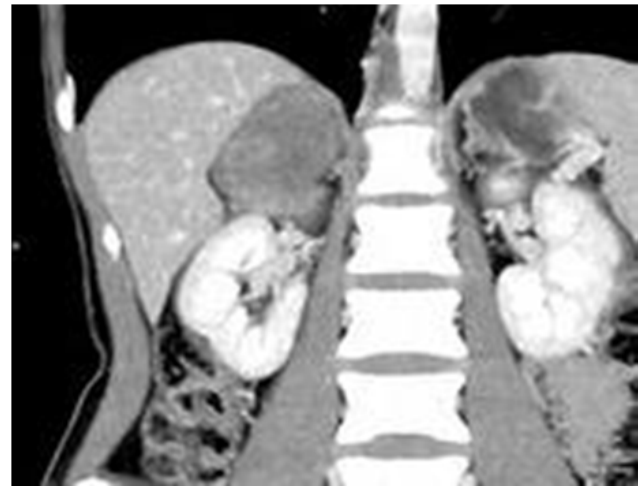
При використанні фронтальної реконструкції у спіральній комп'ютерній томографії (СКТ) для діагностики лімфоми печінки виявлено наявність одиночного гіподенсивного ураження в лівій частині печінки. Деякі ознаки ураження також виявлені у селезінці, де в структурі органу виділені осередки різних розмірів – від 0,5 до 2,0 см. Поверхня селезінки має нерівну структуру, а її щільність знижена. Загальною характеристикою є збільшення розмірів селезінки
